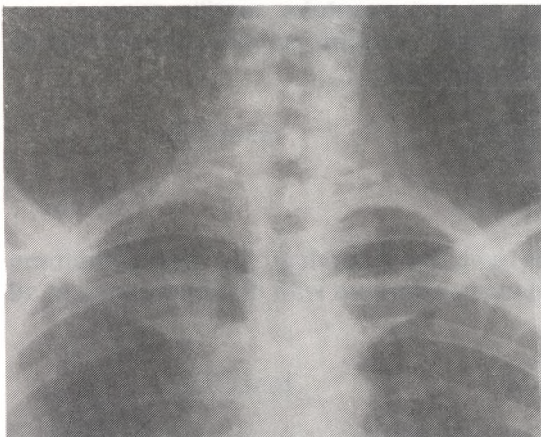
RADIOGRAFIA DE TORAX PRE-QUIRURGICA, MOSTRANDO COSTILLA CERVICAL O DE EVA DEL LADO DERECHO, MARCADA CON UNA FLECHA.
